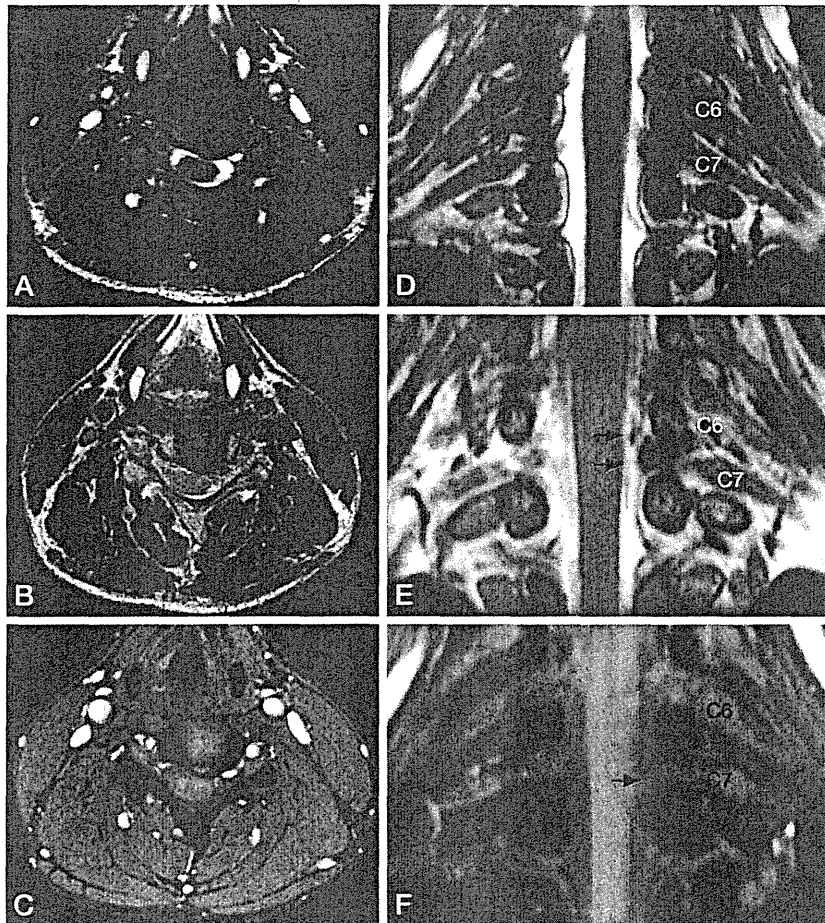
MRI in the asymptomatic case. Axial images (A: True FISP, B: 3D T2W SPACE, C: 3D MEDIC) and curved coronal MPR images (D: True FISP, E: 3D T2W SPACE, F: 3D MEDIC). Axial images showed mild left C7 root compression. curved coronal MPR images by 3D T2W SPACE showed false positive root compression (double arrow), while curved coronal MPR images by MEDIC did not show root compression.
